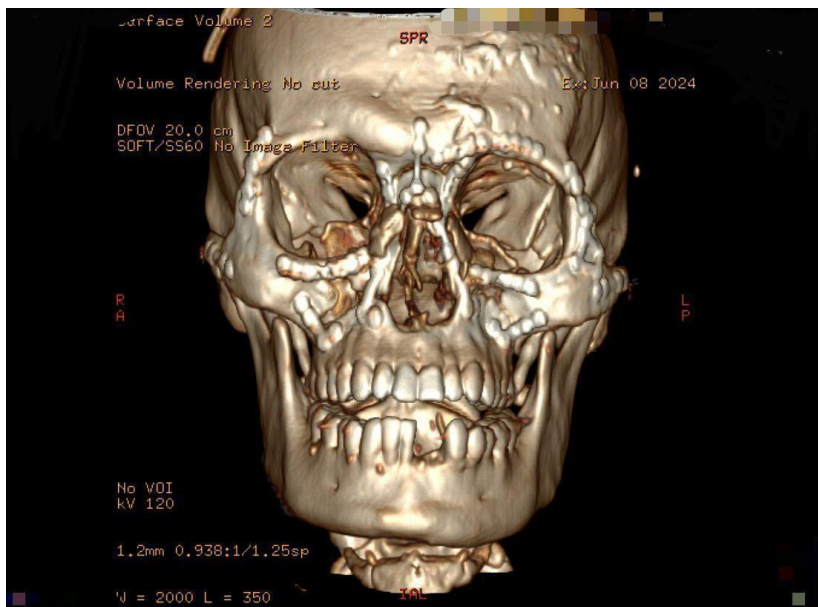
Tomografia 3D pós-operatório. Fonte: Hospital Regional De Cotia- São Paulo
